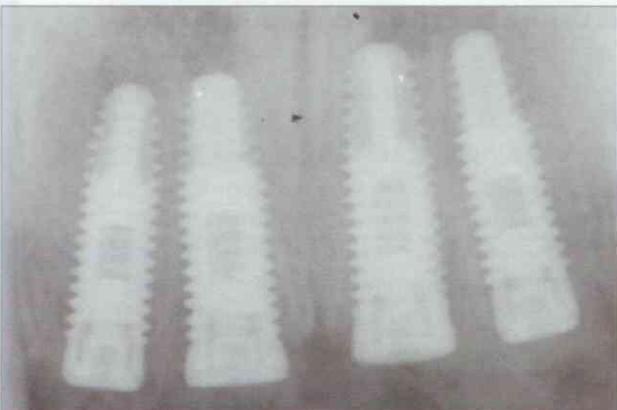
Röntgenbild der eingesetzten Implantate
